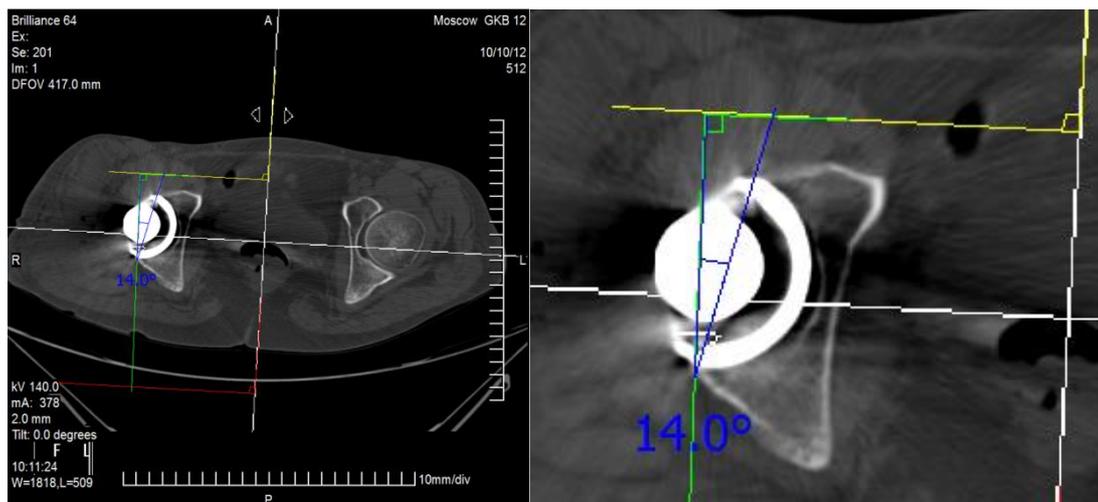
КТ таза; выровненный аксиальный срез через середину чашки, полученный при МПР (мультипланарной реконструкции). Белая линия А – сагиттальная плоскость, зеленая линия - парасагиттальная плоскость, (плоскость, параллельная сагиттальной и проведенная через задний край вертлужного компонента), синяя линия - плоскость входа в вертлужный компонент, антеверсия 14° .
